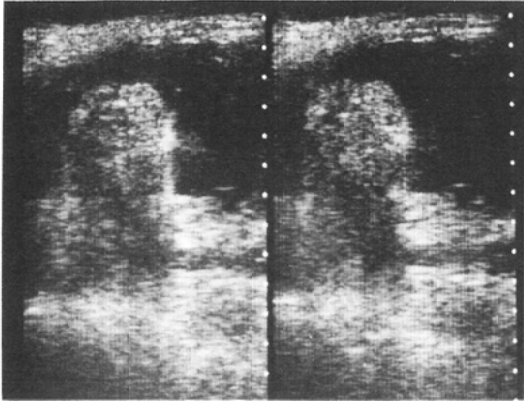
Ultrasonogram of the left kidney. Strongly echogenic mass in the upper pole.
